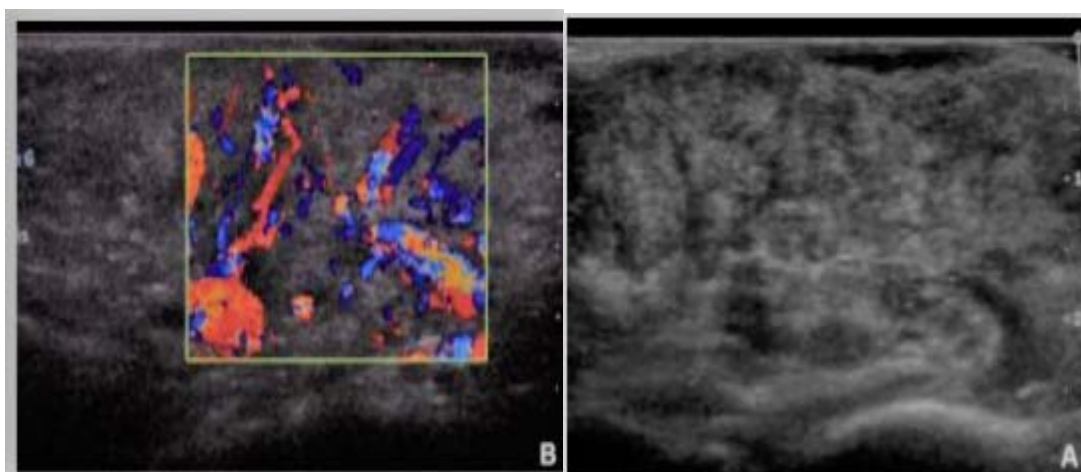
Hémangiome infantile sous-cutané : échographie bidimensionnelle
